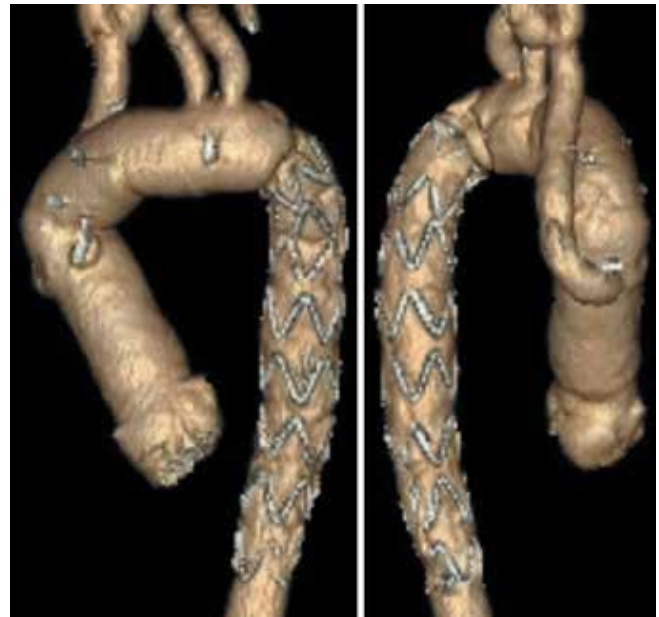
МСКТ-аортография через 2 года после операции.
